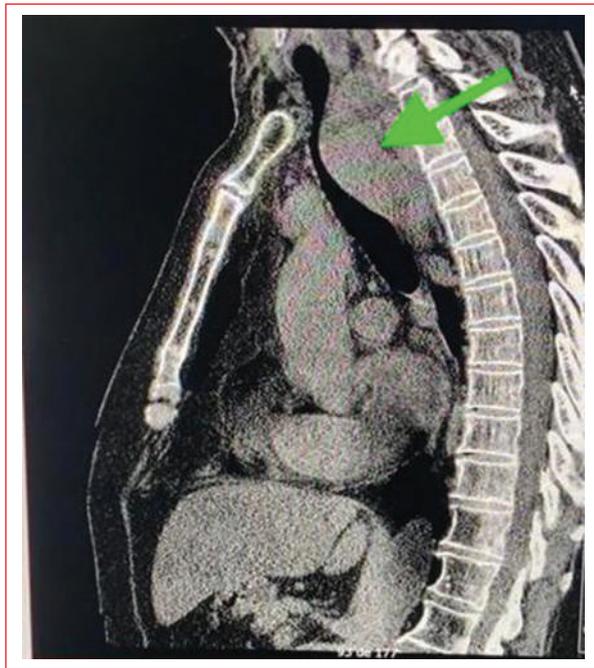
Tomografía computarizada de tórax, corte sagital, que muestra un crecimiento tumoral que provoca desplazamiento anterior de la vía aérea (flecha).
